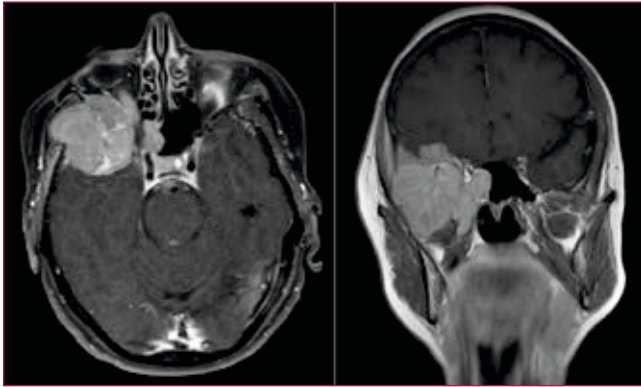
RM: cortes axial y coronal en T1 con gadolinio
